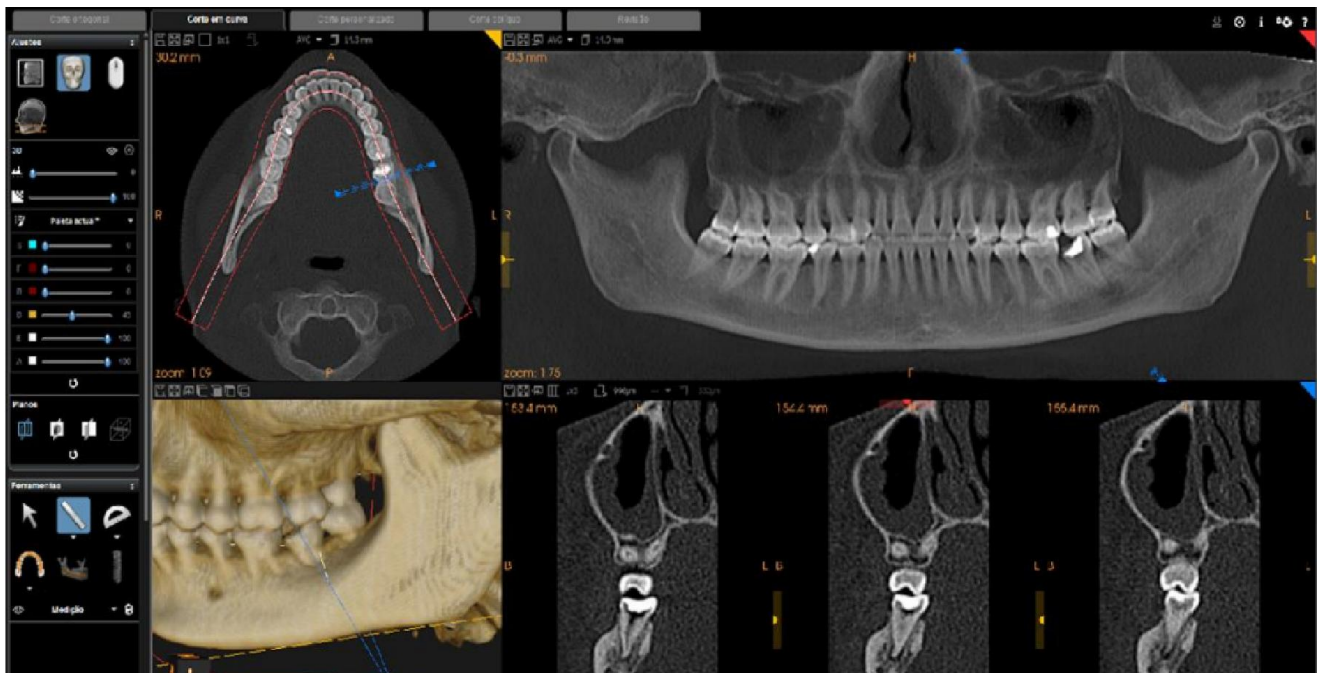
Tela do programa de computador com exame paciente A no formato Dental CT – CT do Bem. Pode-se observar os cortes axial, panorâmico e transversais ao lado da reconstrução tipo 3DVR.
